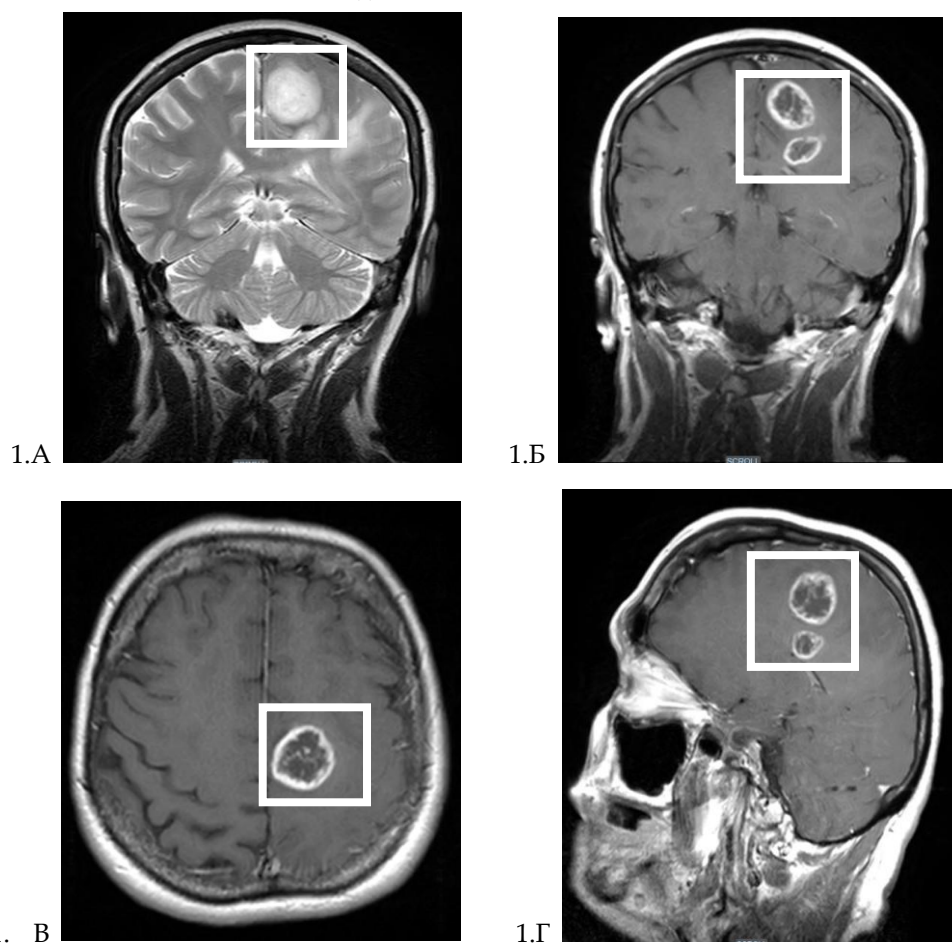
МРТ ГМ: объемное образование левой теменной доли с перифокальной инфильтрацией, отмечены белыми квадратами (1.А, 1.Б фронтальный срез, 1.В аксиальный срез, 1.Г сагиттальный срез)
